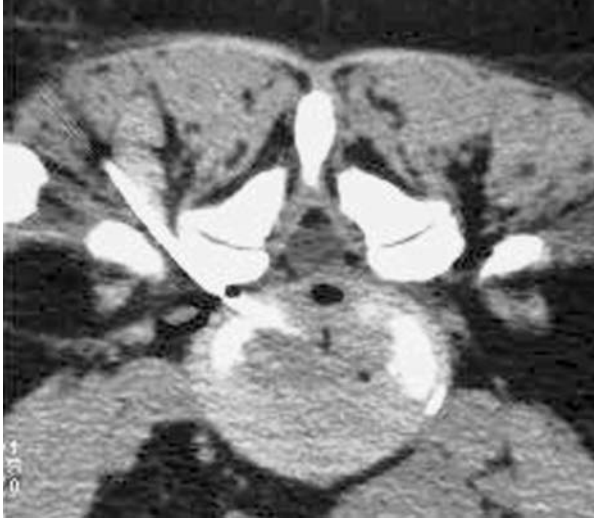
PLDD'de disk ponksiyonunun Bilgisayarlı Tomografi ile kontrolü
